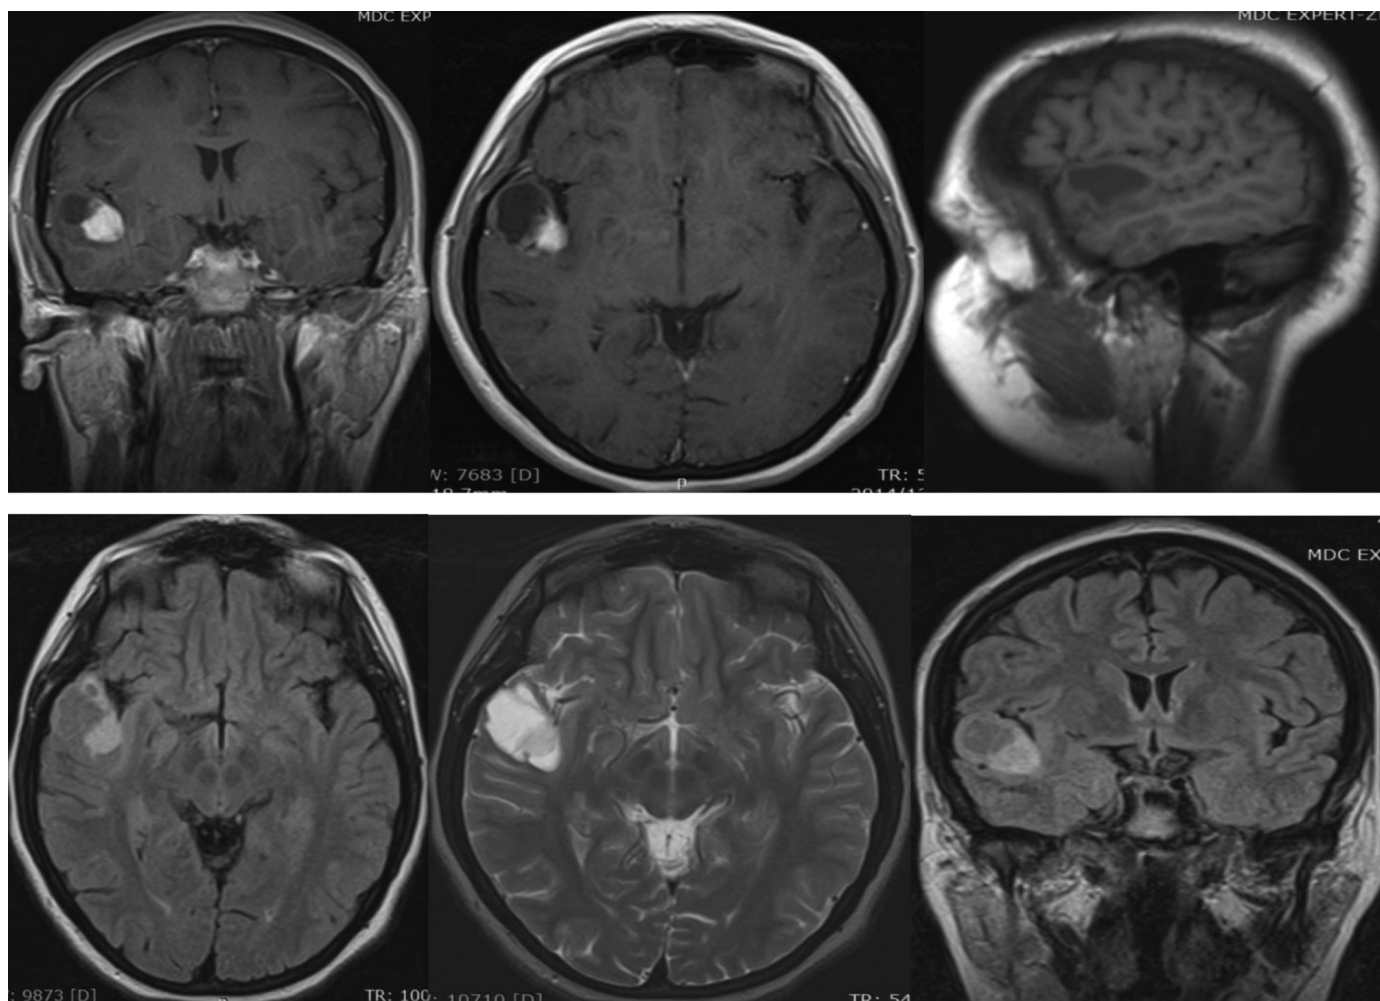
Кистозная астроцитома. МРТ, T_1 ВИ в аксиальной проекции с контрастированием.
